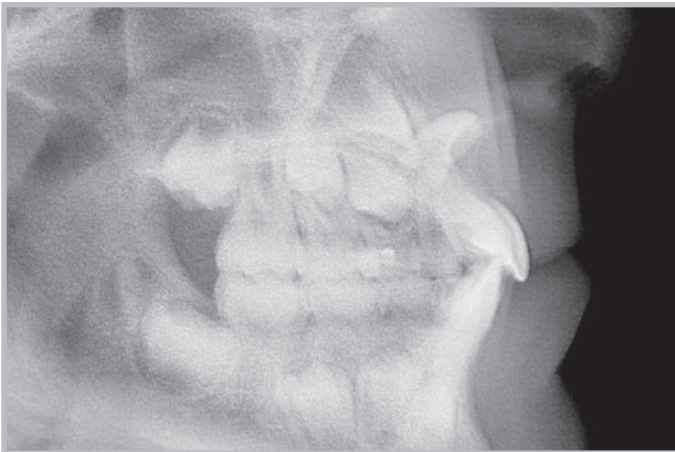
Teleradiografia
